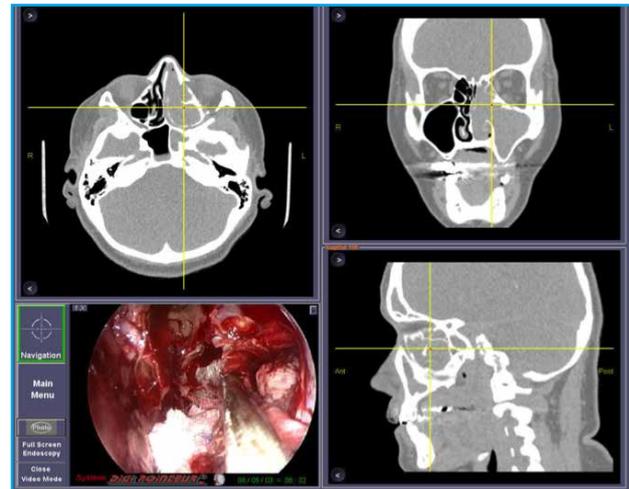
Imagen quirúrgica endoscópica de resección de papiloma invertido. CENS asistida por navegador. Imágenes integradas de TC en axial, coronal y sagital. Límite lateral de resección a nivel de pared medial e inferior orbitaria.
